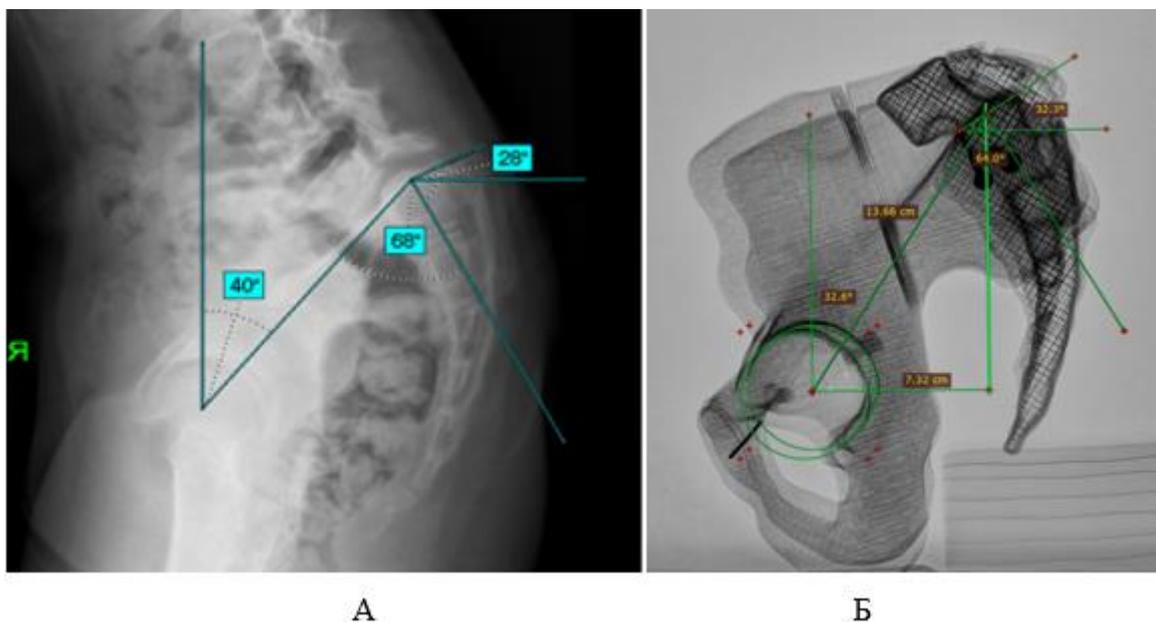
А – рентгенограмма пациентки с расчетом основных параметров;
